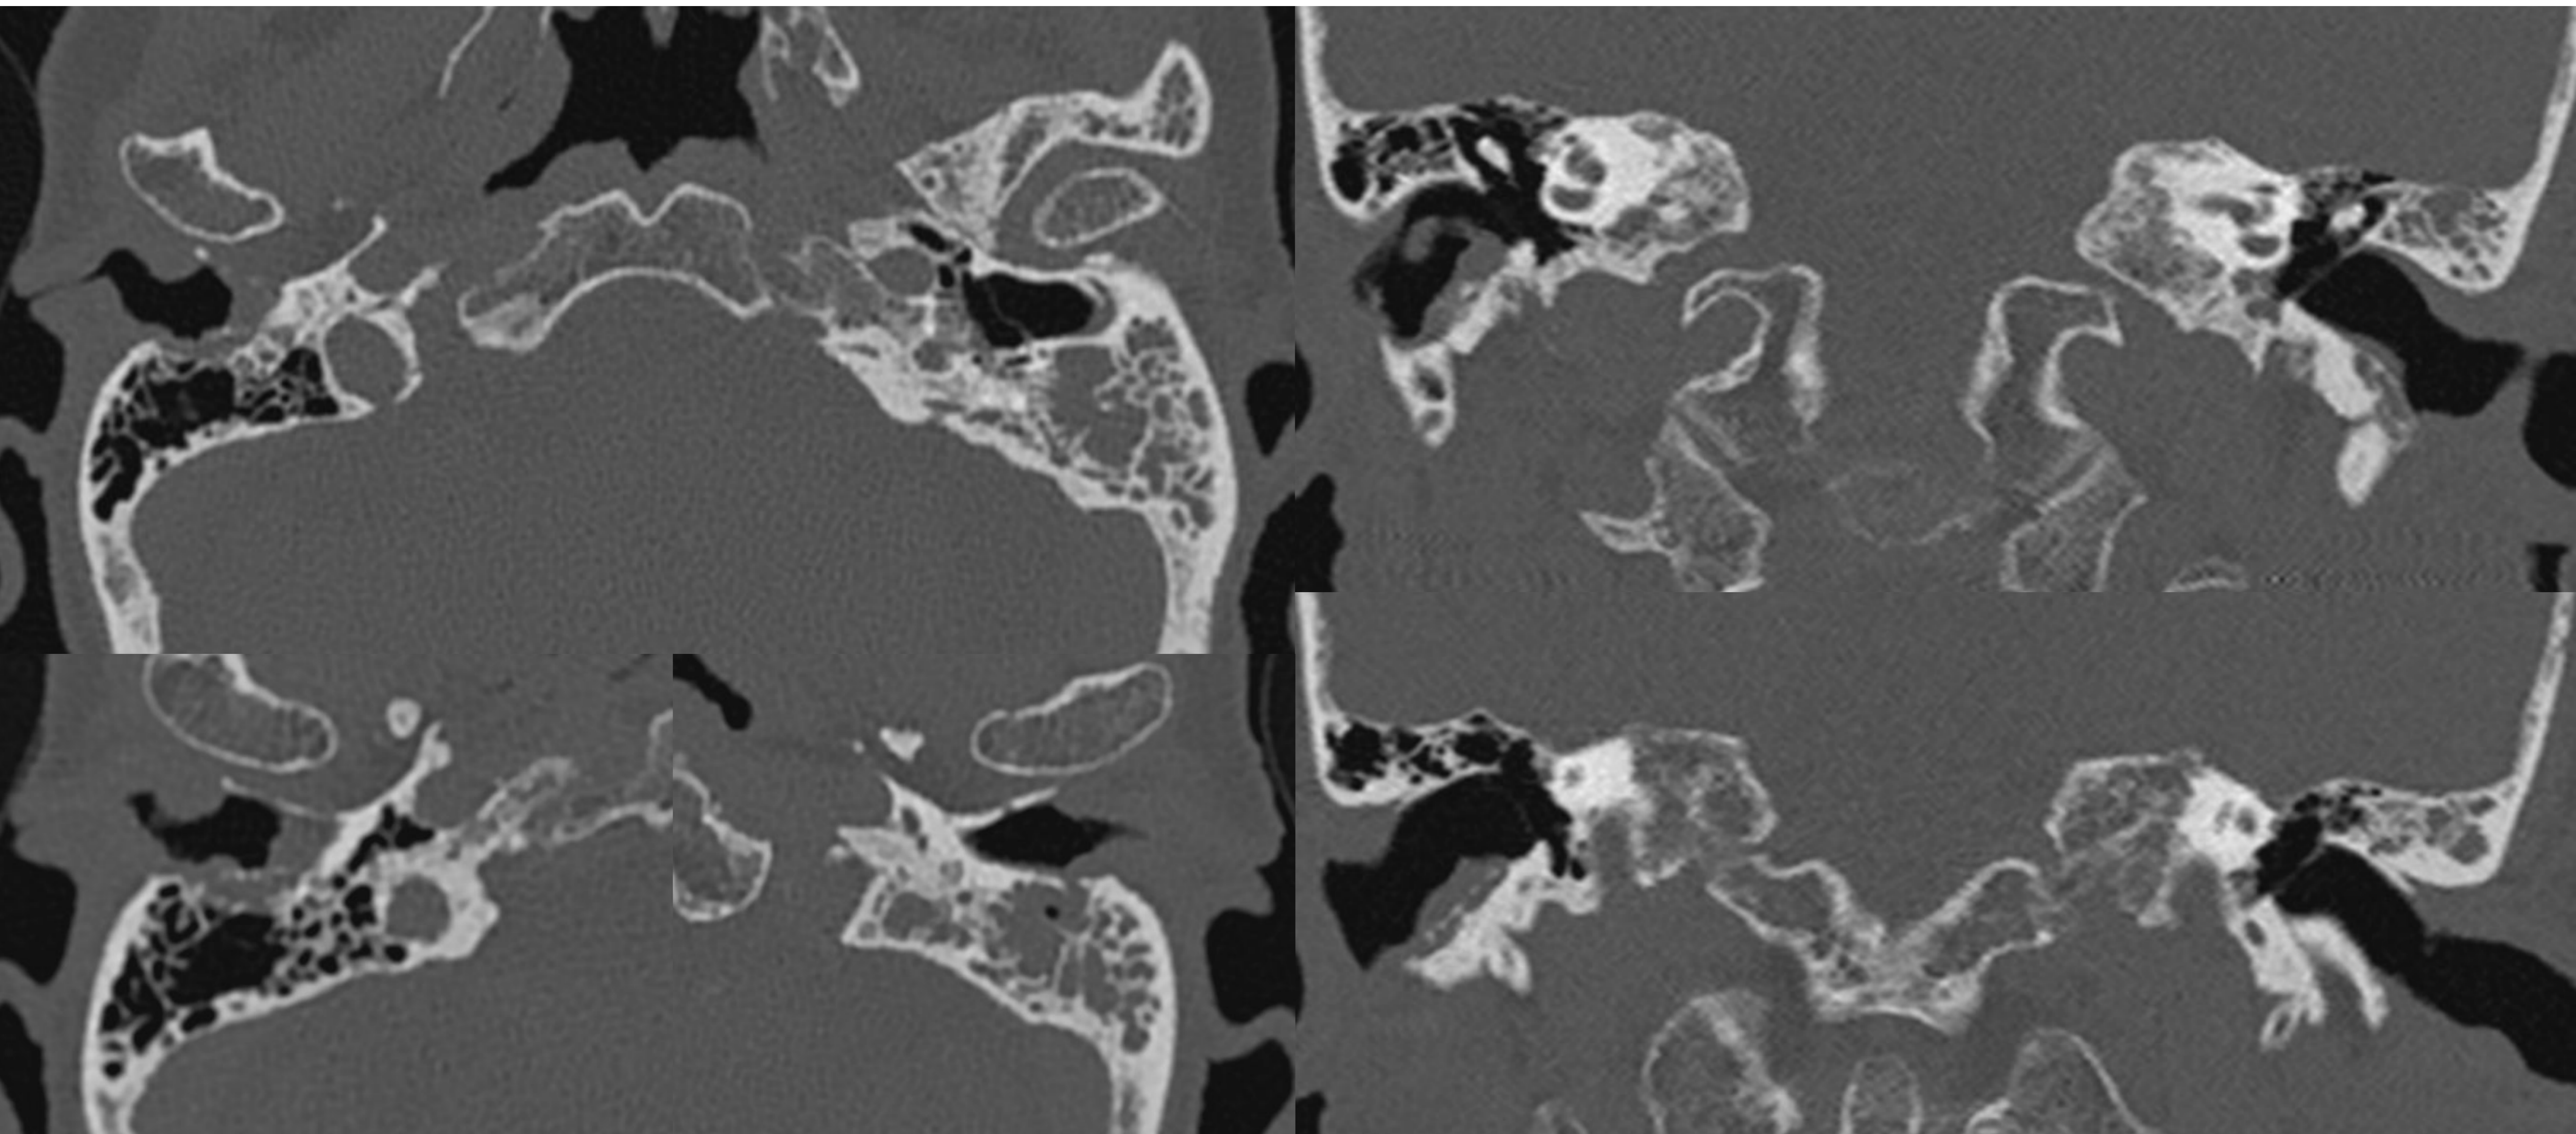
TC de peñascos. Corte axial (A) y cortes coronales del oído derecho (B y C) y oído izquierdo (C y D).
